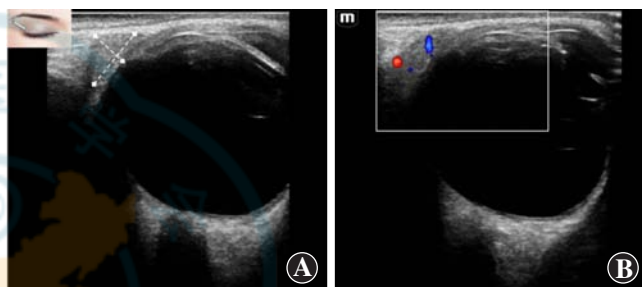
泪腺超声图 A:二维超声图像 白色虚线示泪腺大小测量 B:CDFI 检查图 泪腺区可见点状血流信号
